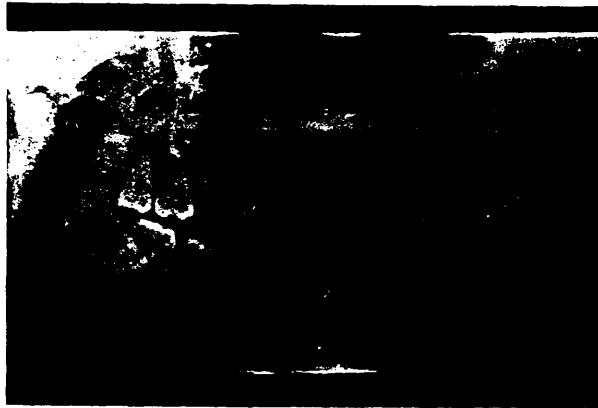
Radiografía panorámica. Fractura del reborde alveolar del maxilar superior (flecha) que se continúa con la fractura longitudinal, (Alteración en el alineamiento dentario). No se evidencia la fractura sinfisaria (interrogación).
